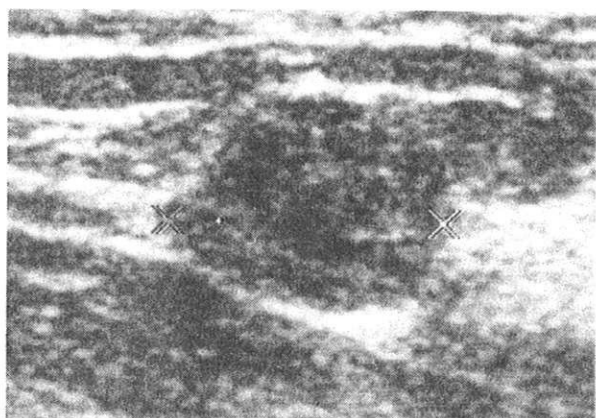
faux positif échographique.
